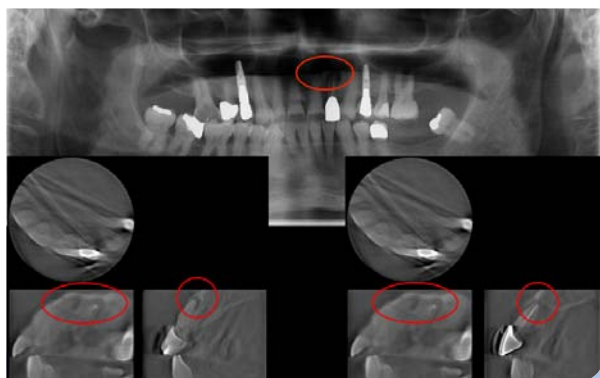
Ausgangsorthopantomogramm und DVT-Ausschnitte mit deutlichen apikalen Osteolysen am Zahn 21 und am Zahn 22 (rote Markierung).
